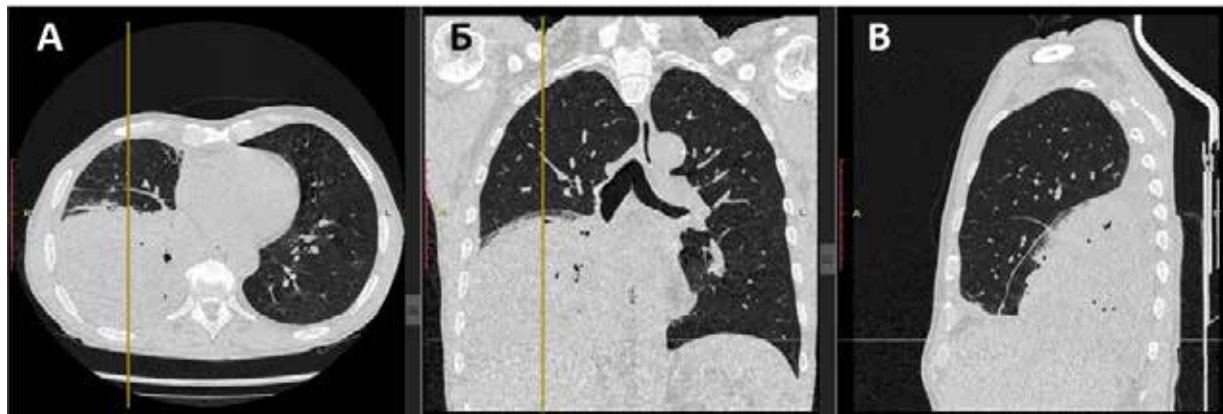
МСКТ ОГК пациента С.: А – аксиальный срез, Б – корональный срез, В – сагиттальный срез.
